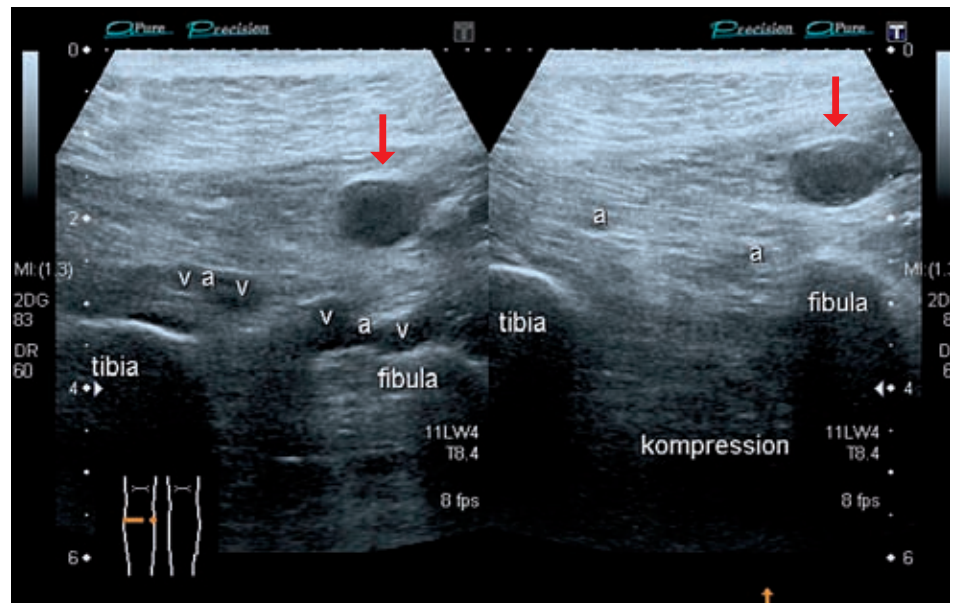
Kompressionssonografie des linken Unterschenkels: ohne (links) und mit (rechts) Kompression.
